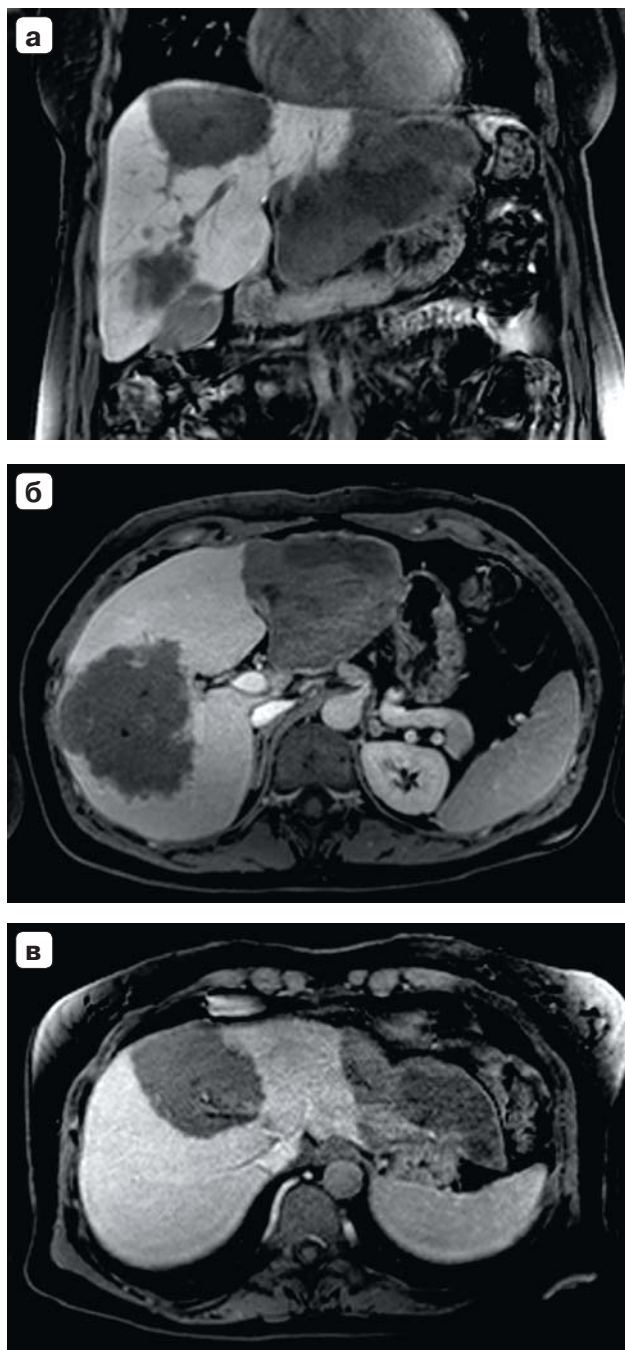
Магнитно-резонансная томограмма. Альвеококкоз печени: а — билобарное поражение, коронарная проекция, гепатоспецифическая фаза; б — V–VI сегменты и левая доля печени, аксиальная проекция, венозная фаза; в — IVa–VIII сегменты печени, аксиальная проекция, венозная фаза.
